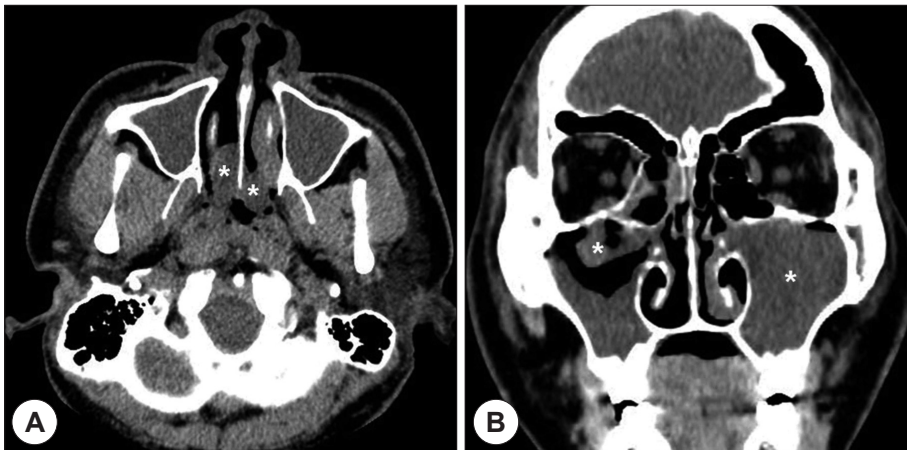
Preoperative coronal (A) and axial (B) view of paranasal sinus (PNS) computerized tomography (CT). There are bilateral homogeneous soft tissue densities (white asterisk) which originate from maxillary sinuses and extend into the choana.
